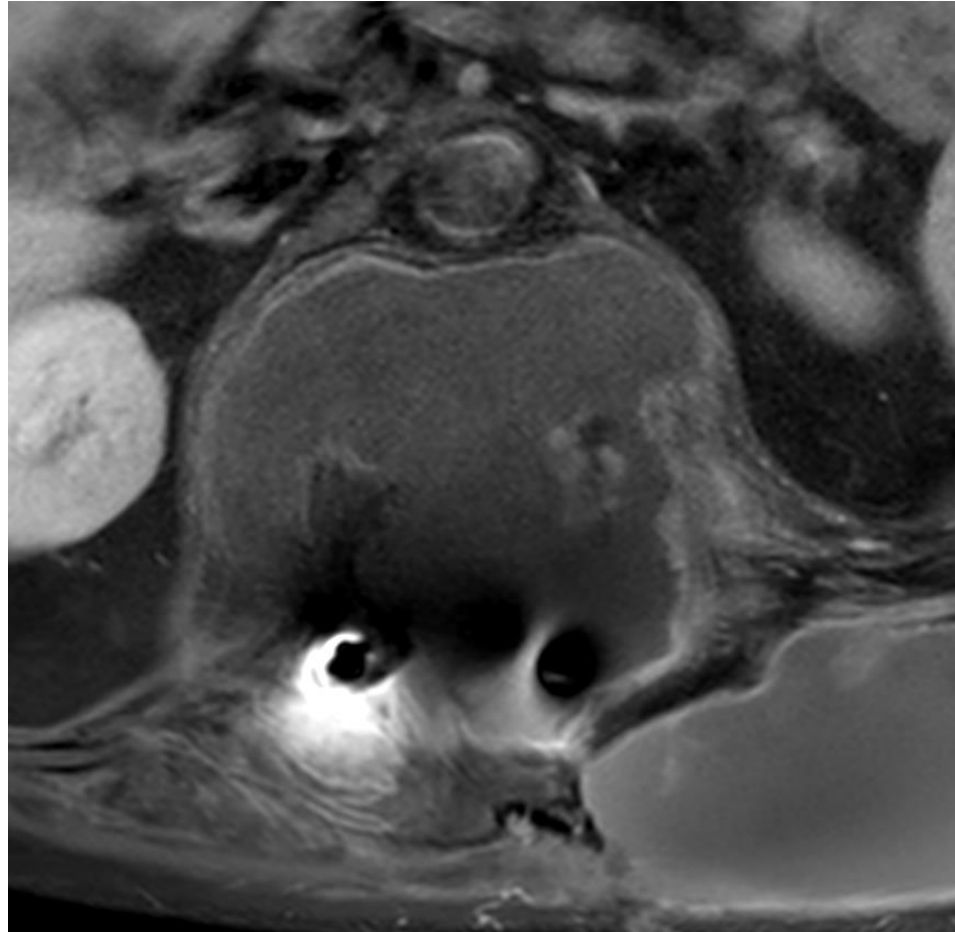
RM de columna lumbar. T1 TSE fat-sat post contraste. *Mismo paciente que figura 12. Hidatidosis vertebral que condiciona osteolisis completa del cuerpo vertebral D12 con extensión hacia el canal raquídeo (afectación extradural, intradural y medular). Artefactos metálicos por material de fijación vertebral.*
